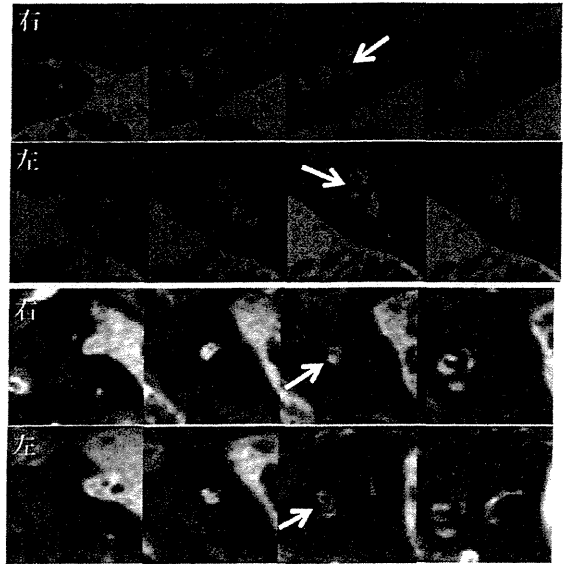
内耳MRI (上段：内耳道矢状断、下段：水平断)
